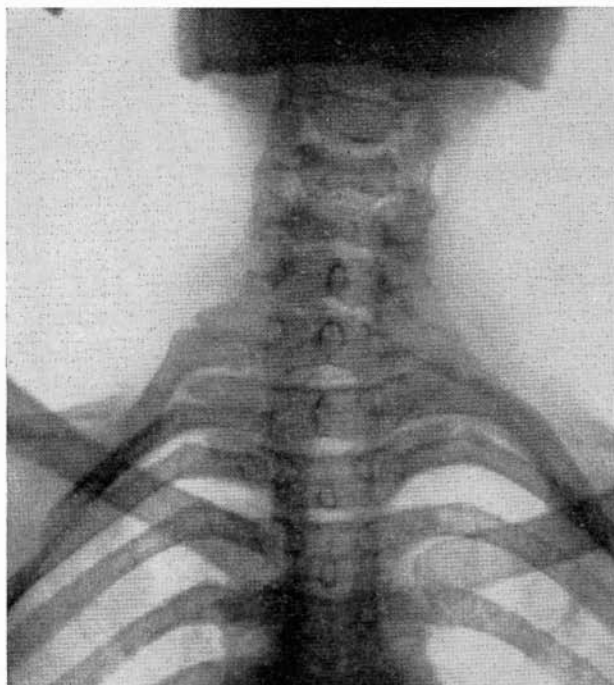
Radiografía cervicodorsal anteroposterior. Se aprecia la presencia de una costilla cervical en el lado derecho.
